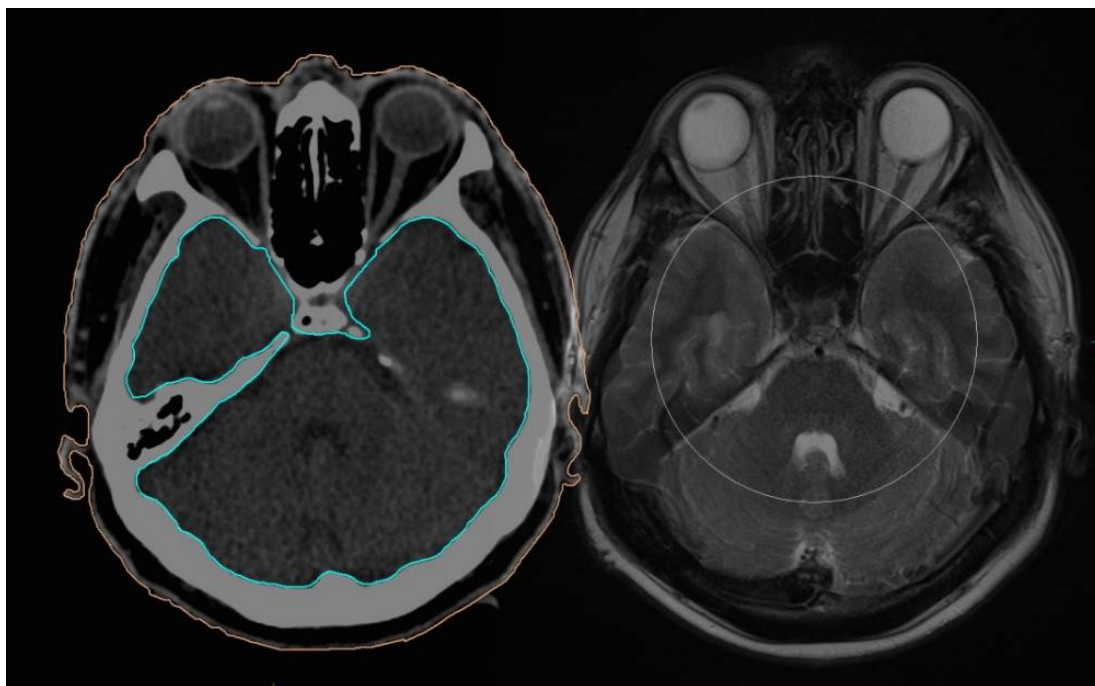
КТ (слева) и МРТ (справа).
